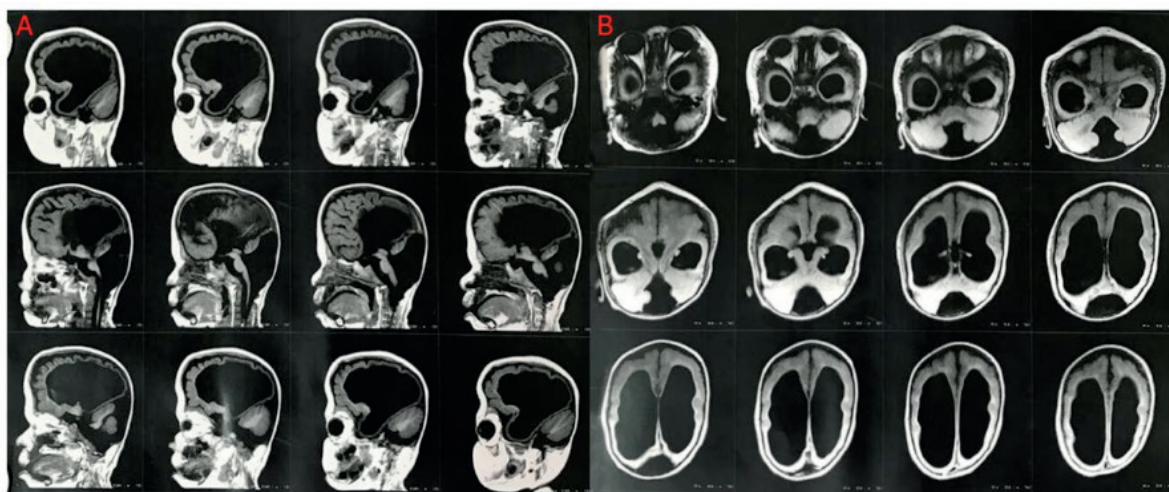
RM de Encéfalo em T1 com corte sagital (a) e corte axial (b)
